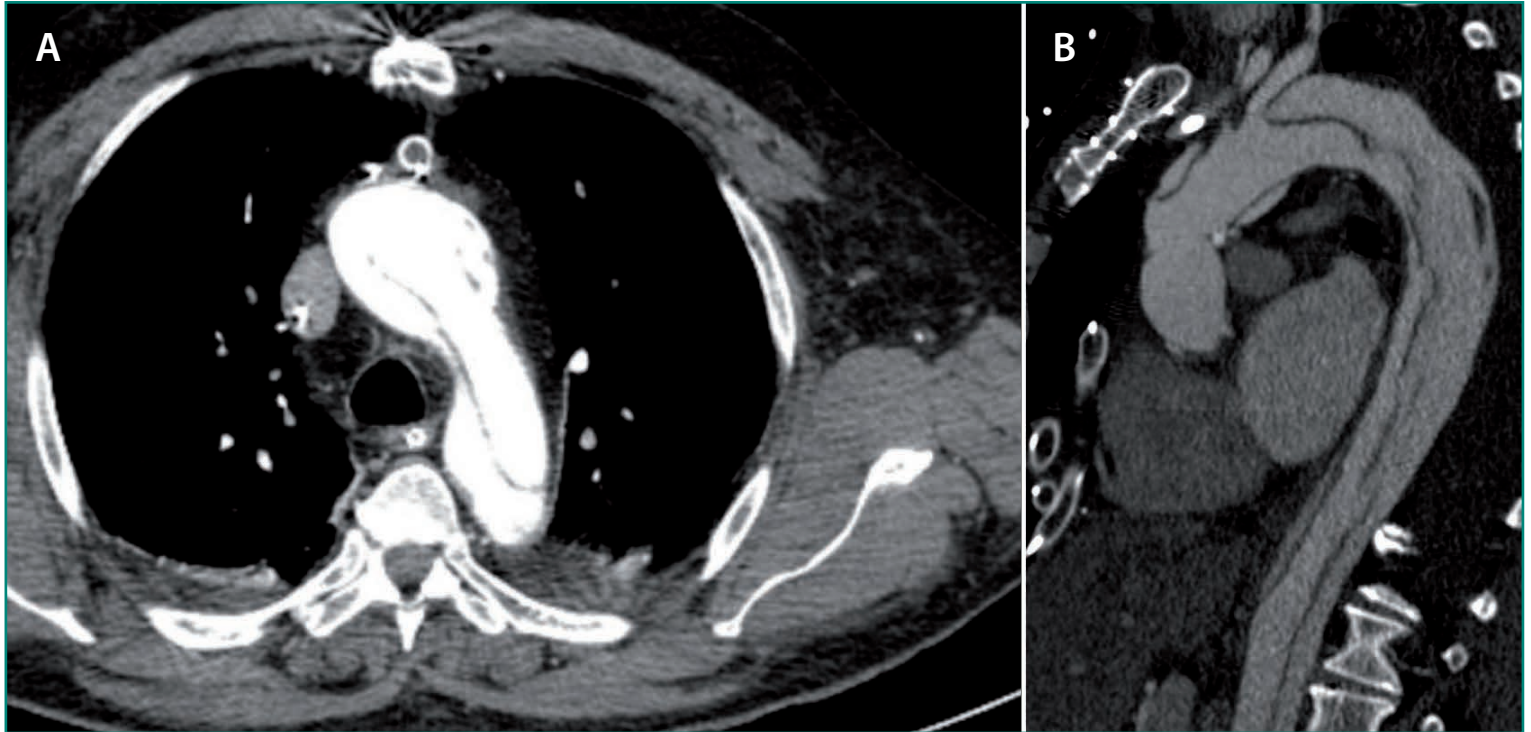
TC (corte transversal, A) y RMN (corte sagital, B) en disección de aorta tipo A de Stanford y tipo 1 de DeBakey ▶ MIR 23-24, 11; MIR 20-21, 13; MIR 15-16, 10.
